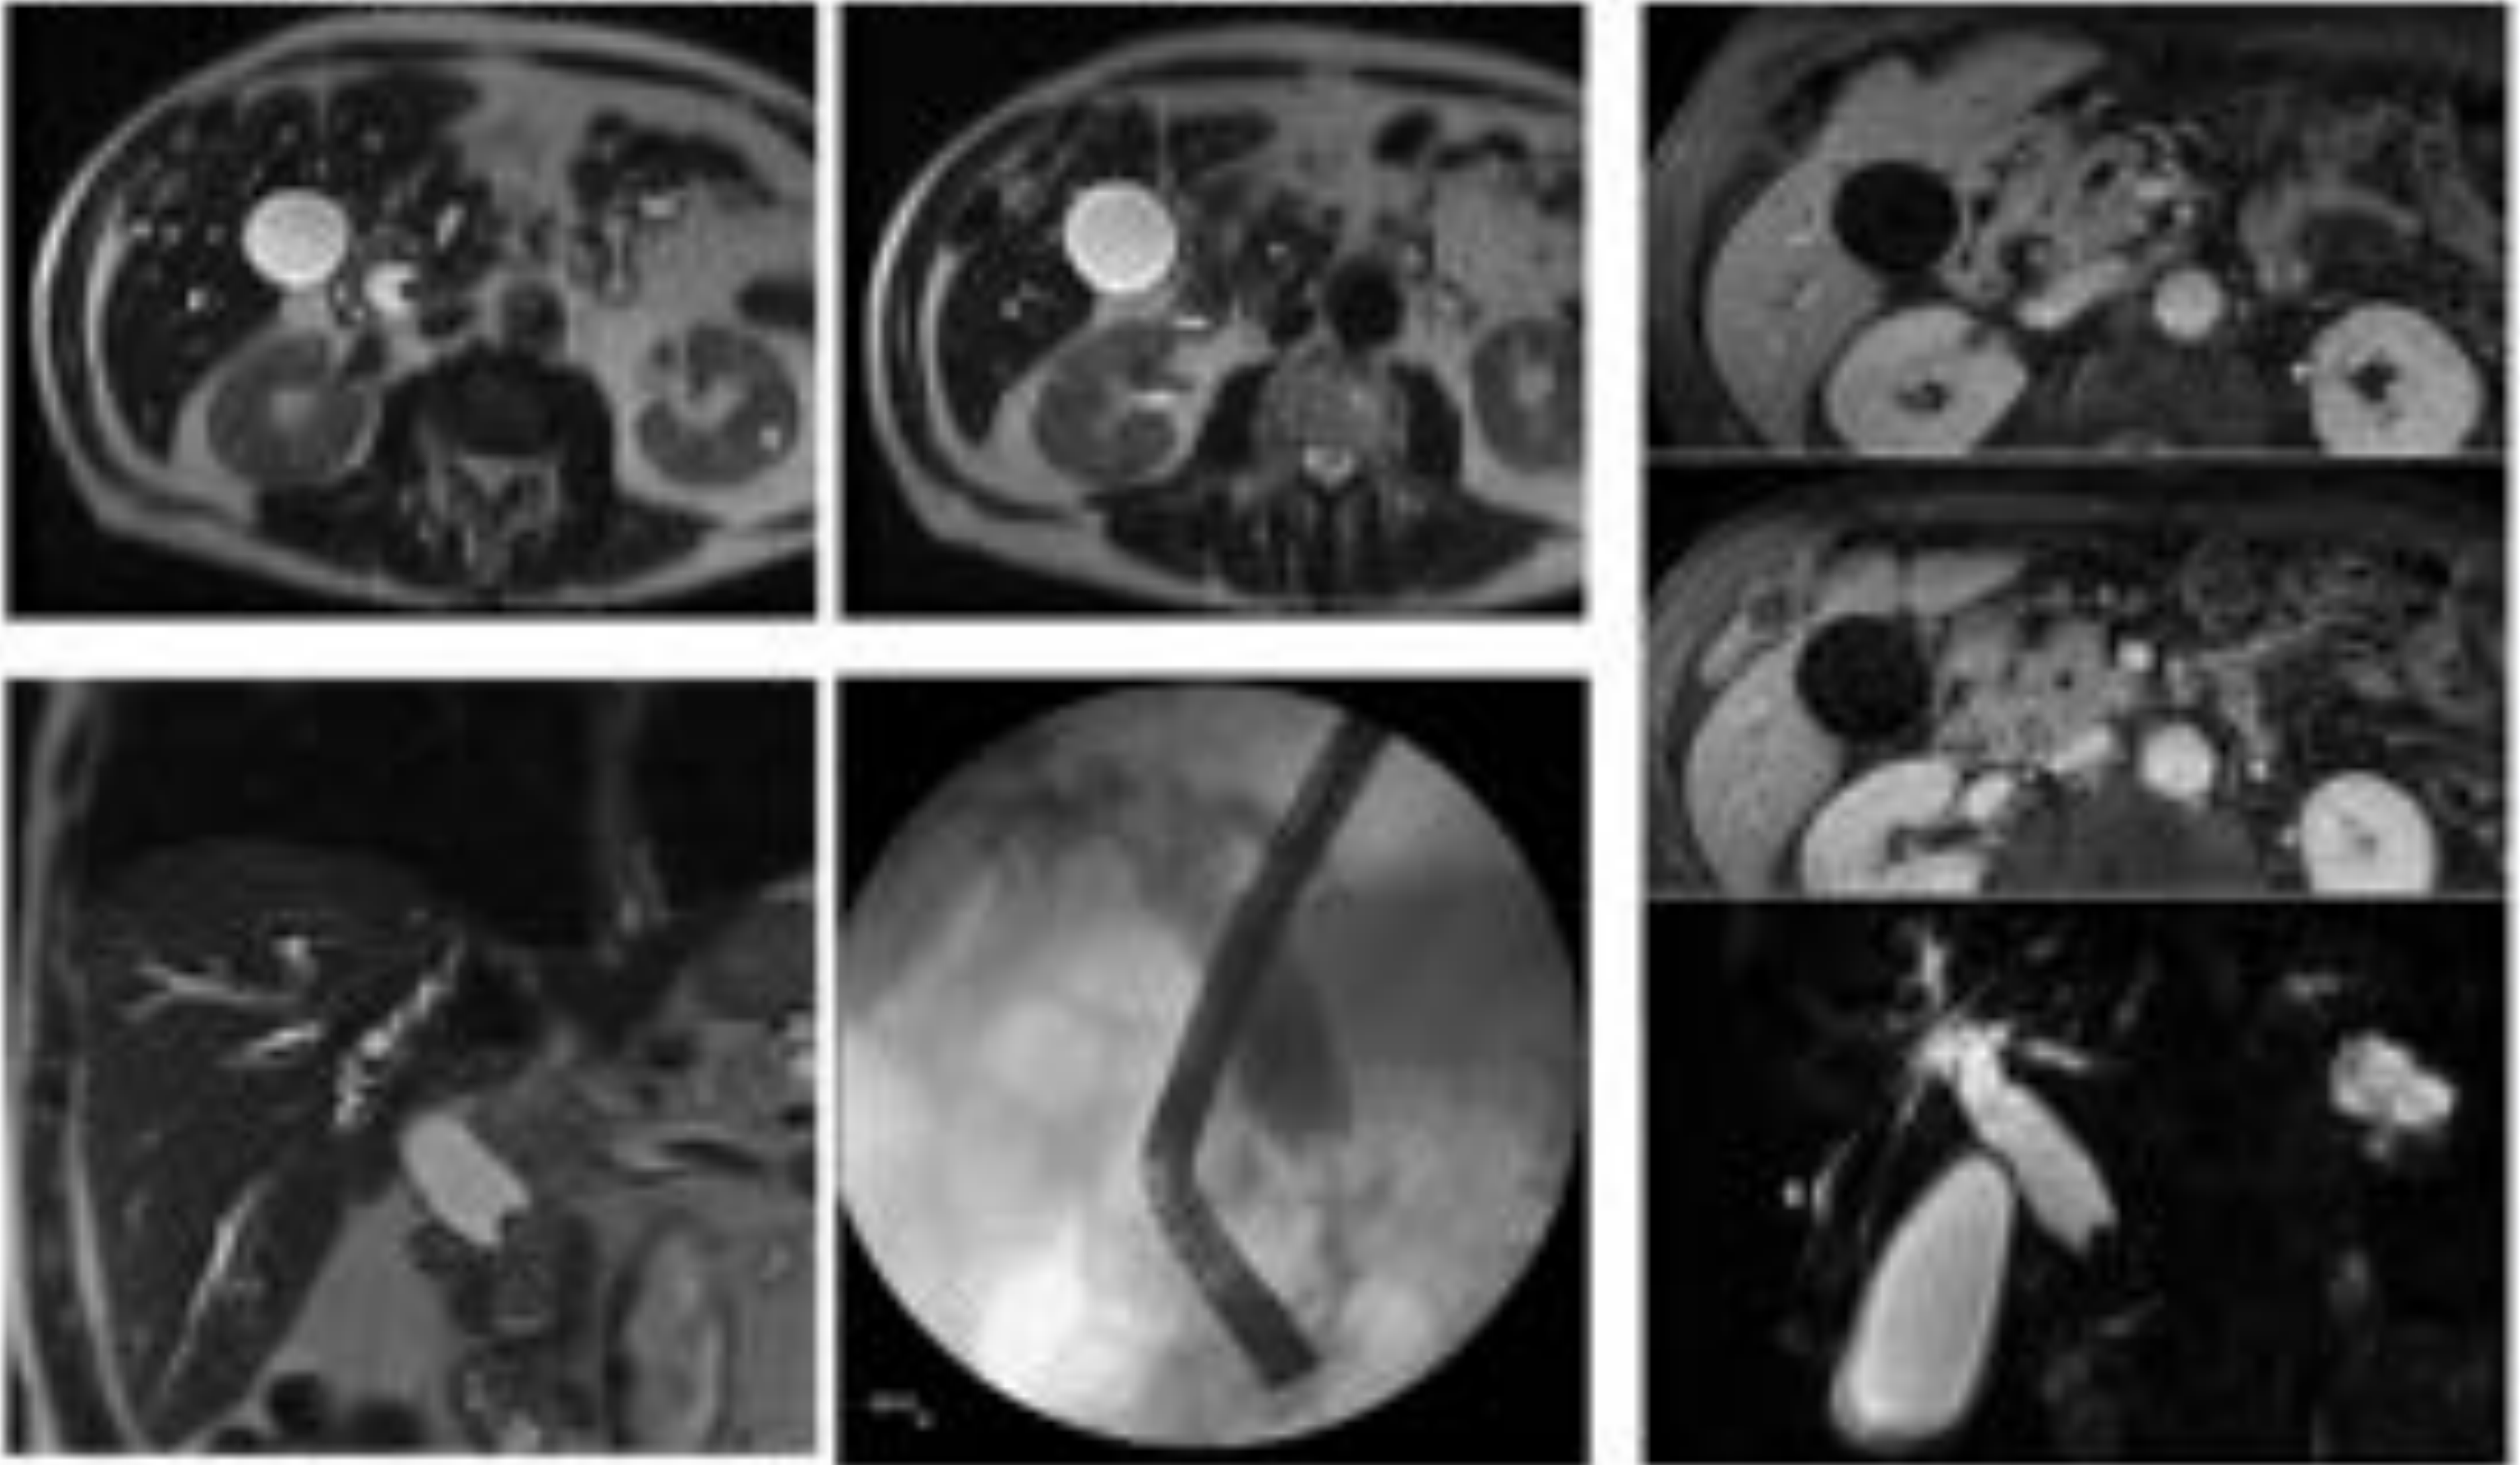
Mujer de 48 años con anemia e ictericia obstructiva (Bi 4). En ecografía se detectó litiasis , barro biliar y vía dilatada sin filiar causa. La RM demuestra la obliteración abrupta de la luz del colédoco distal.
